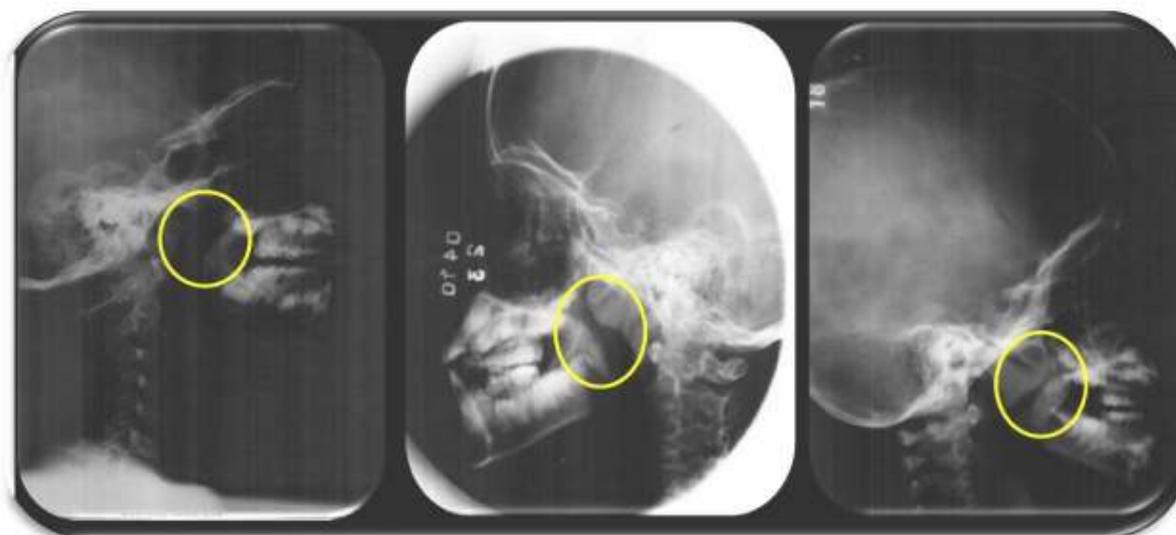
Radiografia de cavum classificada em normal, obstrução moderada de coluna aérea e obstrução grave de coluna aérea.
